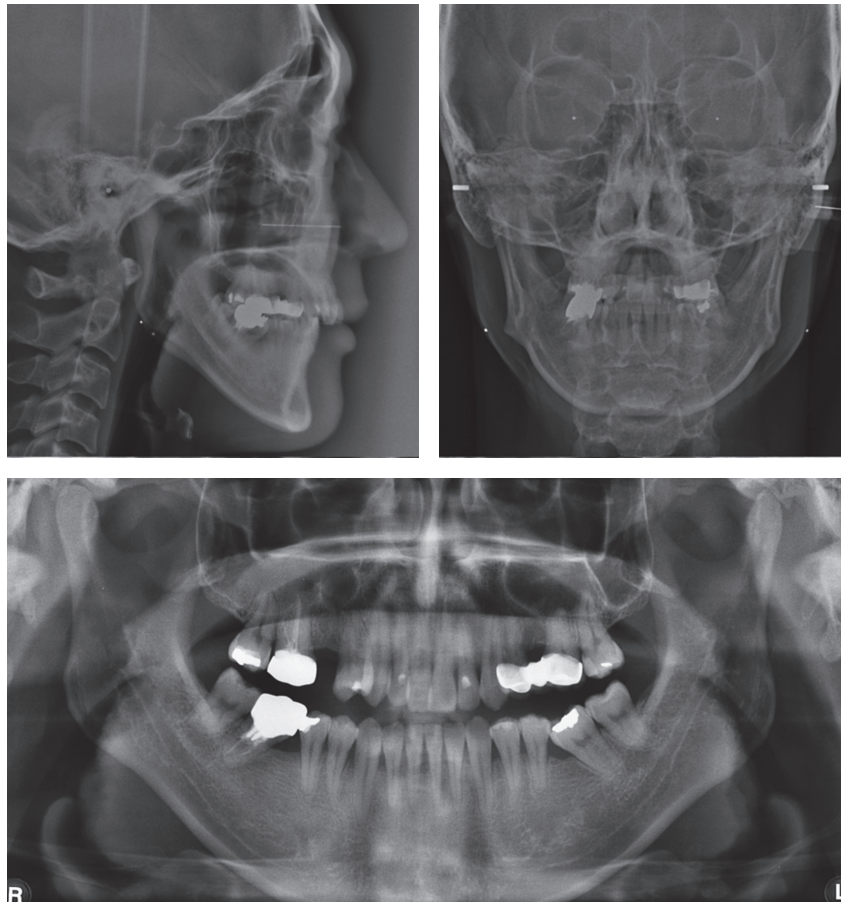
Pretreatment lateral and posteroanterior cephalograms, and panoramic radiograph.
